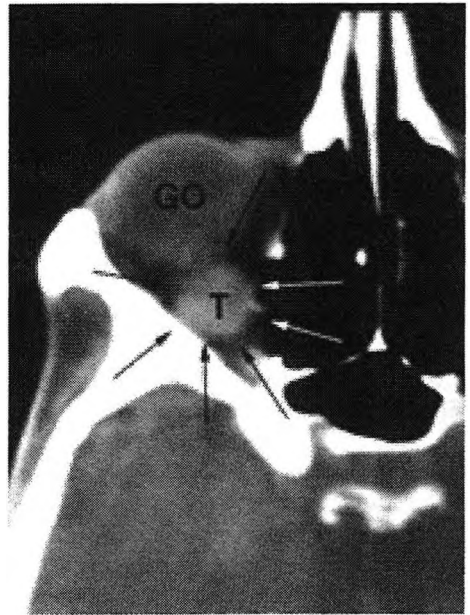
TAC de un hemangioma intraorbitario, que aparece rodeado por las flechas.
